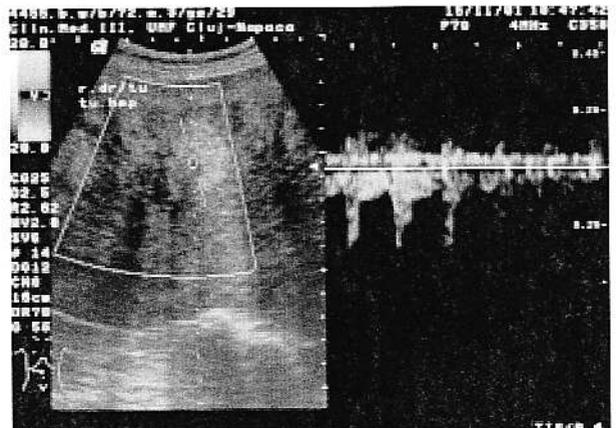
Tumora renală dreaptă. Viteze sistolice înalte (explorare Doppler).
